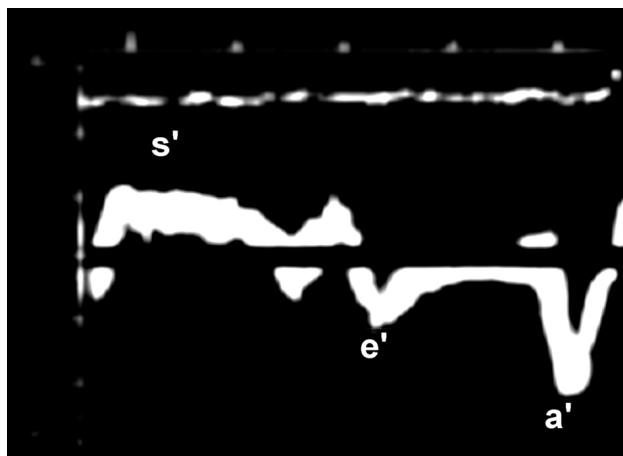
Curva anormal de Doppler tecidual do anel mitral na parede lateral do ventrículo esquerdo, demonstrando redução da onda e' e inversão da relação com a onda a'. Esse perfil pode ser encontrado na alteração de relaxamento, no padrão restritivo ou no padrão "pseudonormal".
